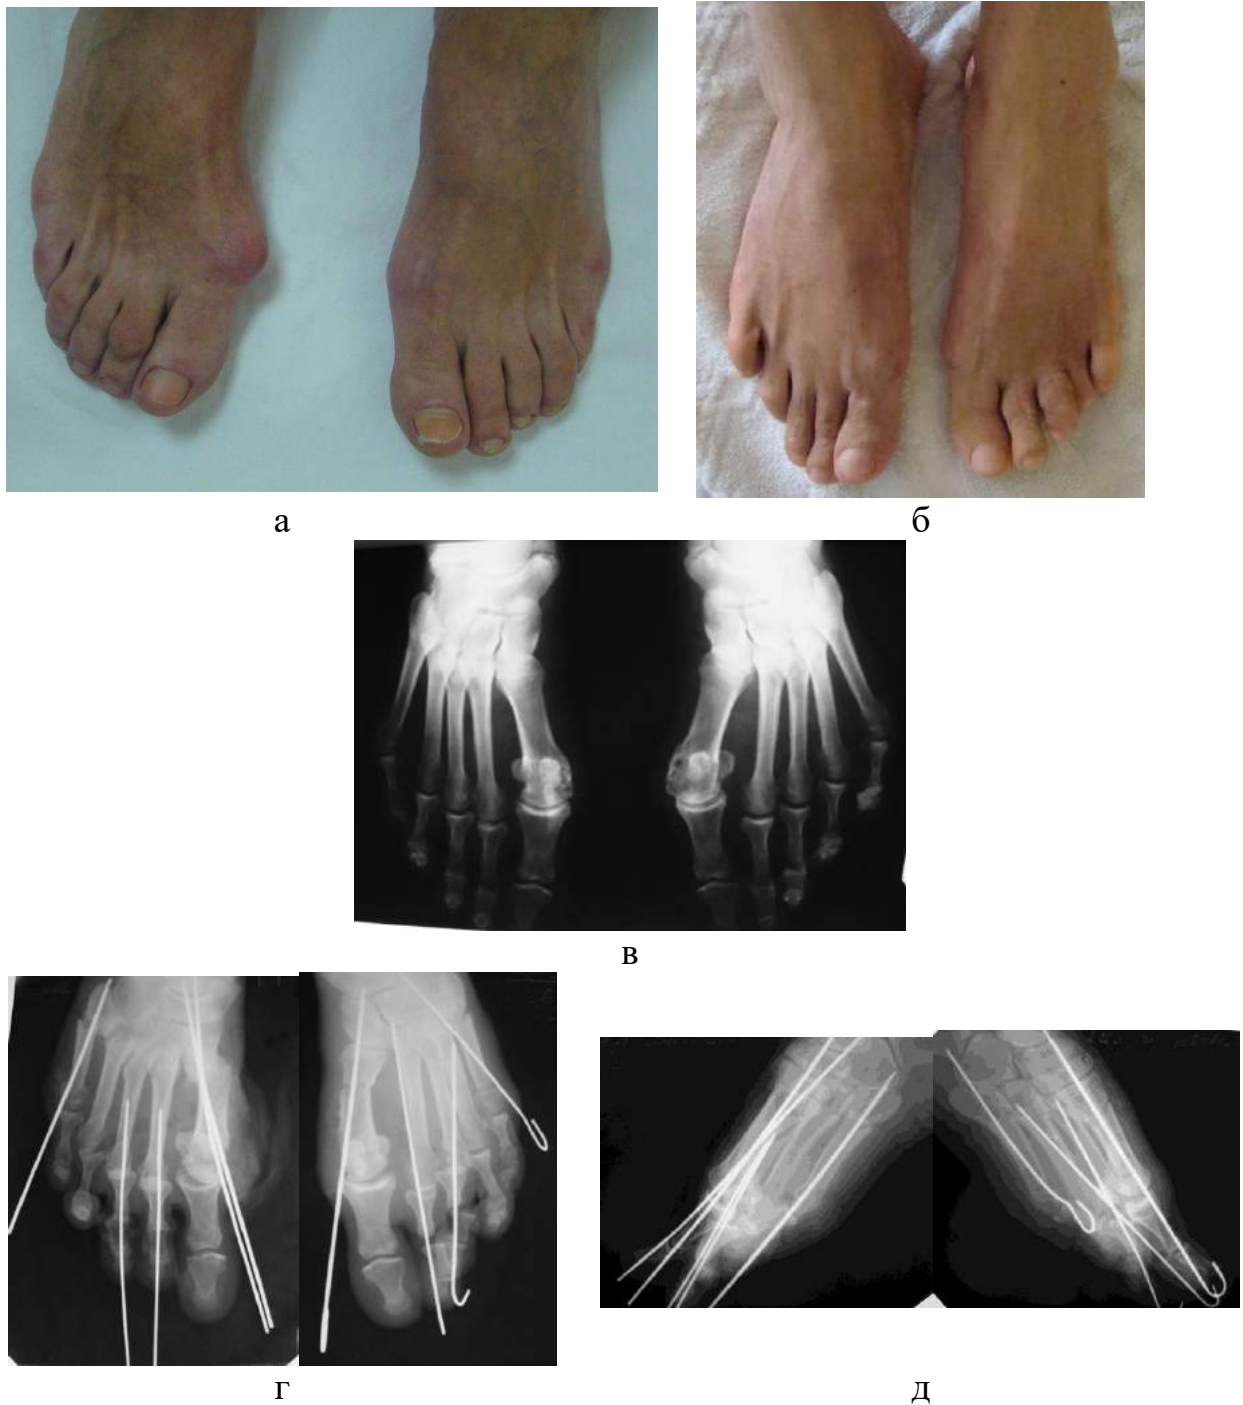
Зображення стоп пацієнтки з HV II ст., молоткоподібною деформацією 2-3 пальців та деформацією quintus varus на обох стопах до (а) та через рік (б) після хірургічного втручання. Фотовідбитки з рентгенограм переднього відділу стоп до операції (в), (г - фасна; д - бокова проекції) після хірургічного втручання.
